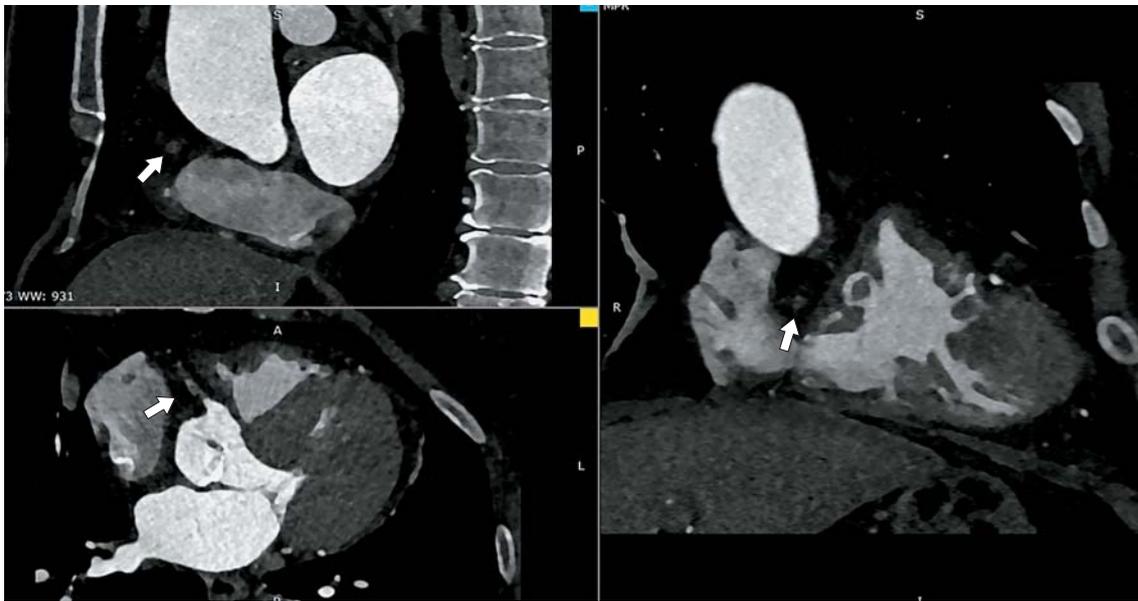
Женщина 74 лет. КТ-коронарография, мультипланарная реконструкция, проксимальная окклюзия правой коронарной артерии (стрелки).
